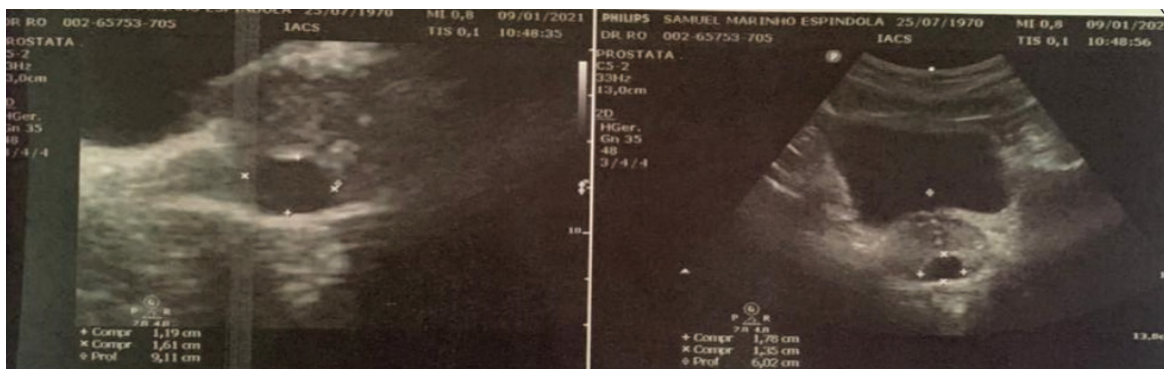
resonancia magnética de la pelvis mostró próstata con contornos normales, morfología y características. Quiste utriculo prostático que mide 1,8 cm y próstata con un peso estimado de 26 gramos.
